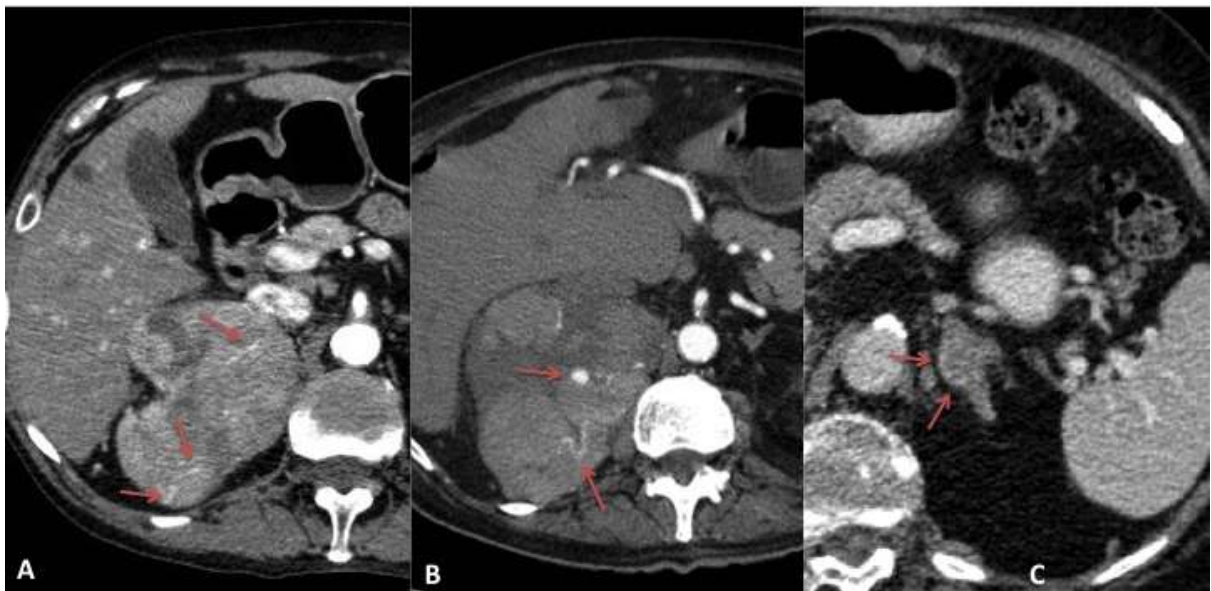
Imágenes de TC que ilustran con ejemplos de neovascularización arterial (flechas) en tres metástasis suprarrenales (A y B corresponden a metástasis de neoplasia de pulmón oat-cell y C a metástasis de hipernefroma).
